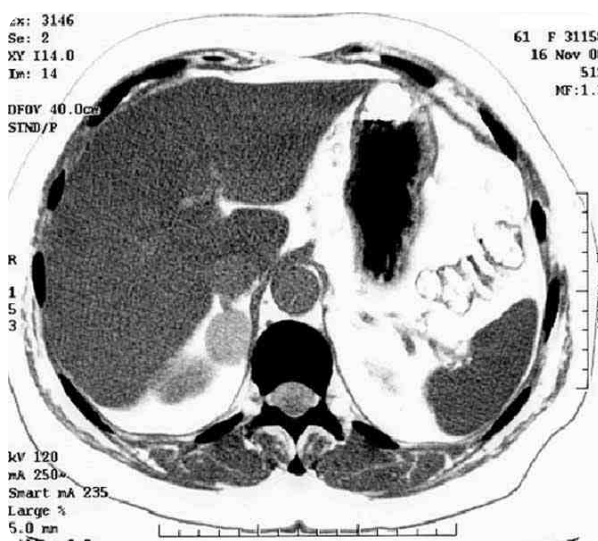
Компьютерная томограмма. Альдостерома правого надпочечника
